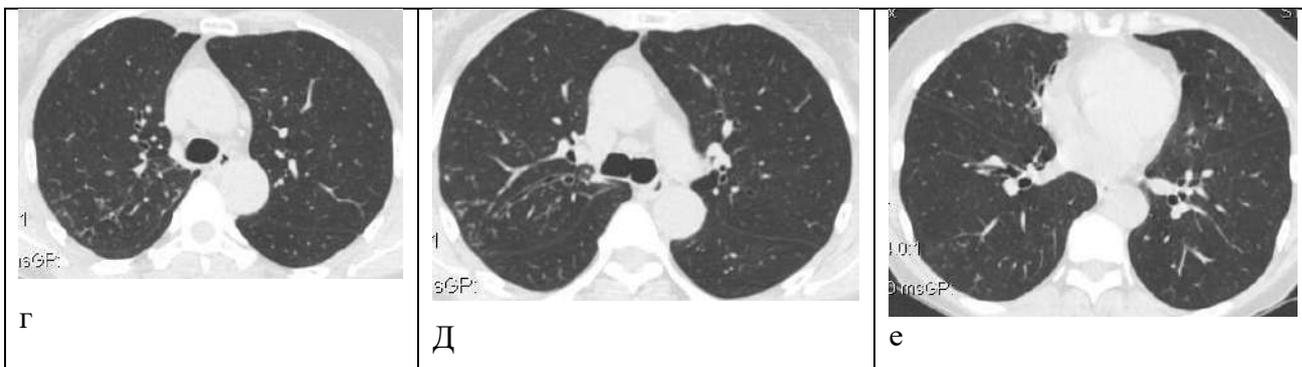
Больная Д., 57 г. Нетуберкулезный микобактериоз: КТ от 05.12.2014 г. (а, б, в), КТ от 15.05.2017 г. (г, д, е).
